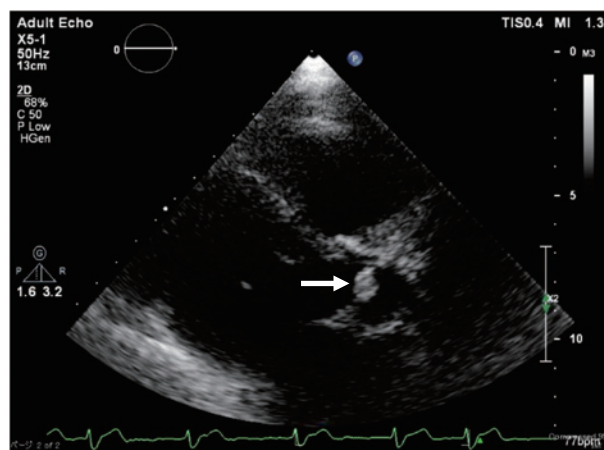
Echocardiography showing a vegetation-like structure on the aortic valve.
